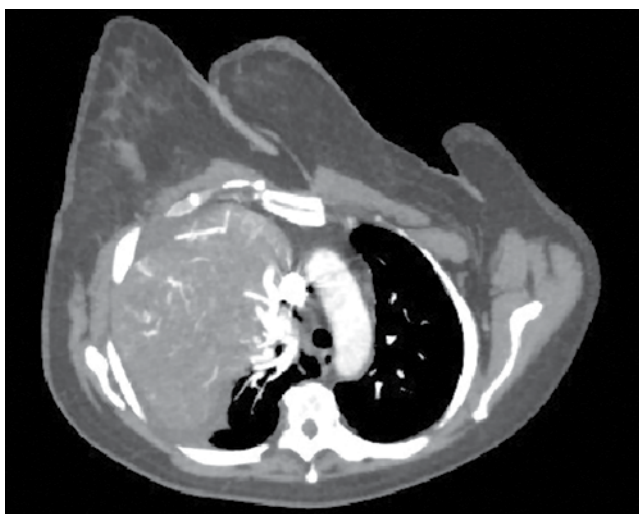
Больная Ч. МСКТ грудной клетки с внутривенным усилением
